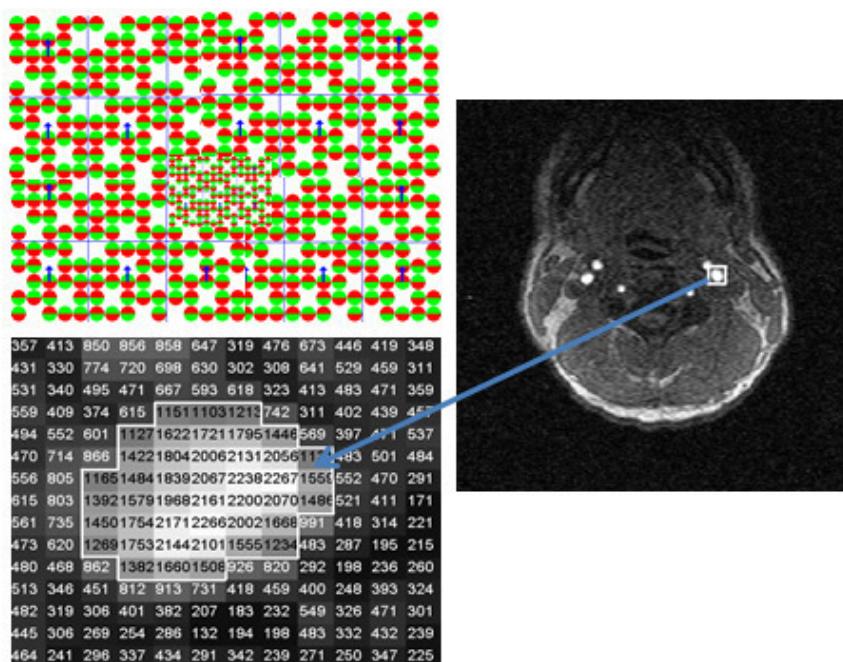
МРТ-первичные изображения. Автоматизированный расчет площади поперечного среза артерии. Выделение зоны усиленного сигнала (потока крови) – контура сосуда по данным срезов МР-ангиографического исследования
